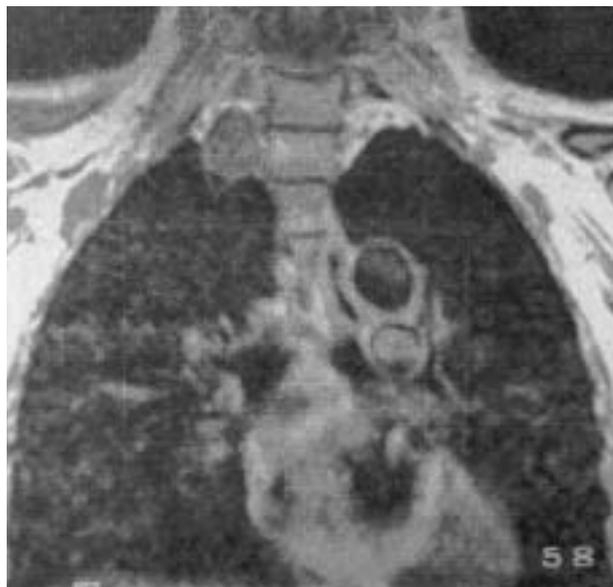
Resonancia magnética en la que se expone la imagen de una lesión sólida bien delimitada en el vértice del mediastino posterior.
